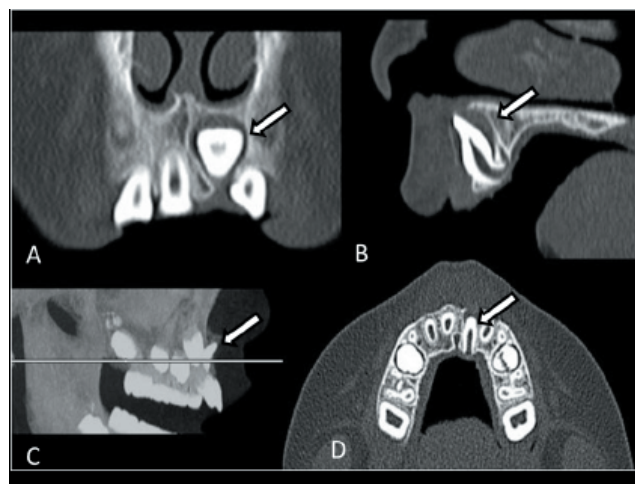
Tomografia Computadorizada. (A) Corte Coronal, (B) Corte Sagital, (C) Reconstrução tridimensional e (D) Corte Axial, demonstrando a dilaceração radicular no dente 21 com a coroa voltada para superior e vestibular (setas).
